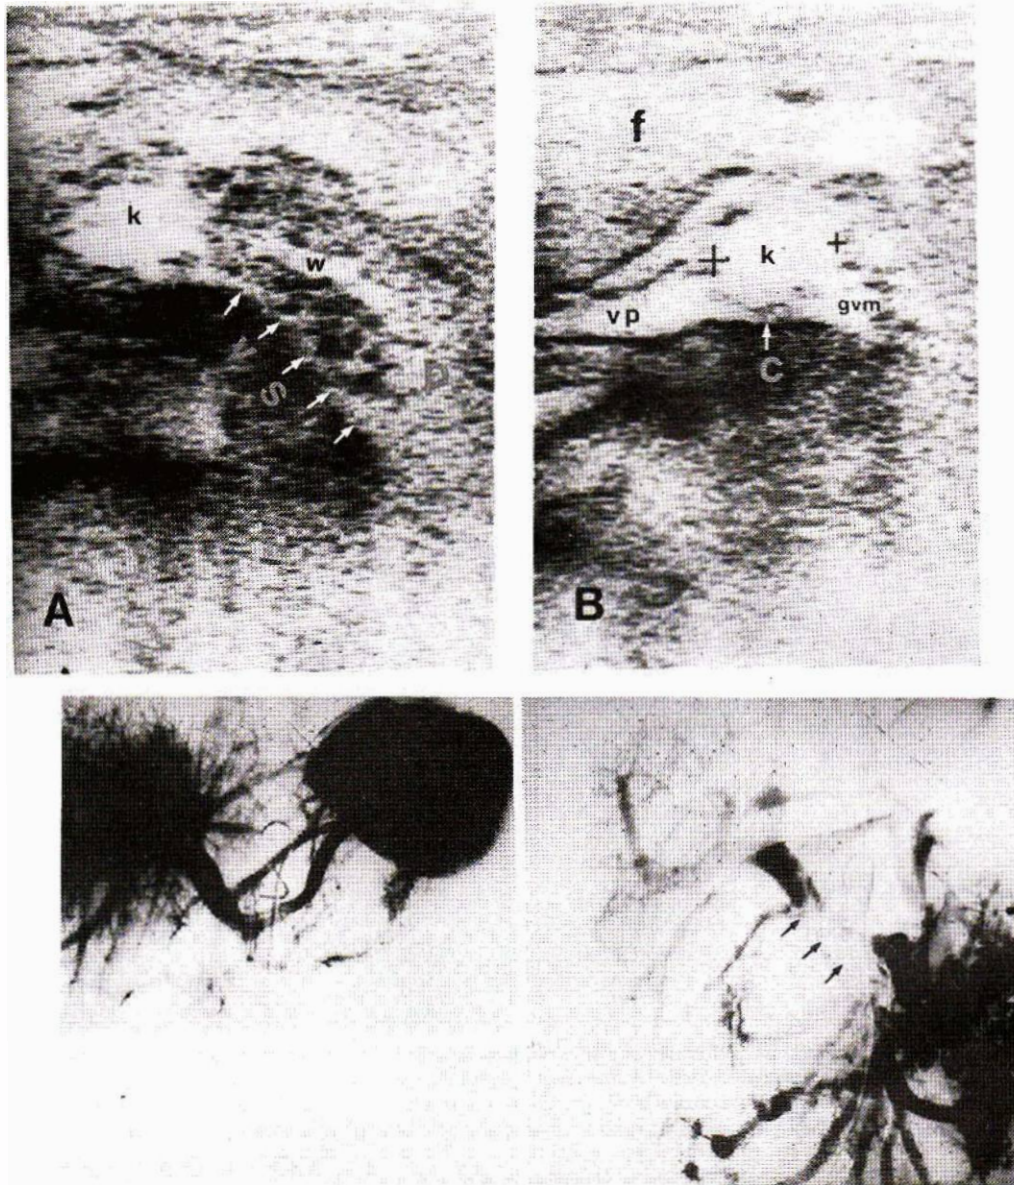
A : coupe ultrasonore transversale.
